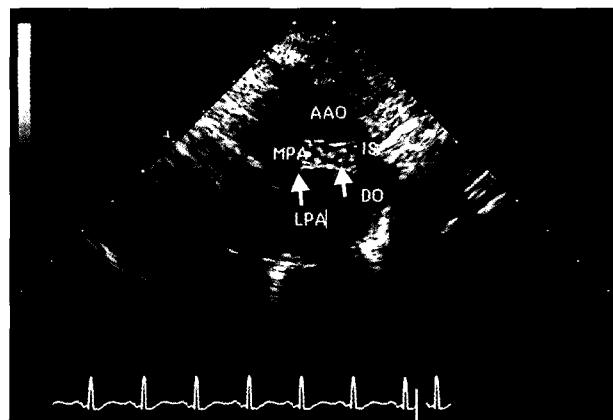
Postoperative echocardiographic finding shows well-positioned ductal stent. AAO=Ascending aorta; IS=Isthmus; DO=Descending aorta; LPA=Left pulmonary artery; MPA=Main pulmonary artery; PDA=Patent ductus arteriosus.
